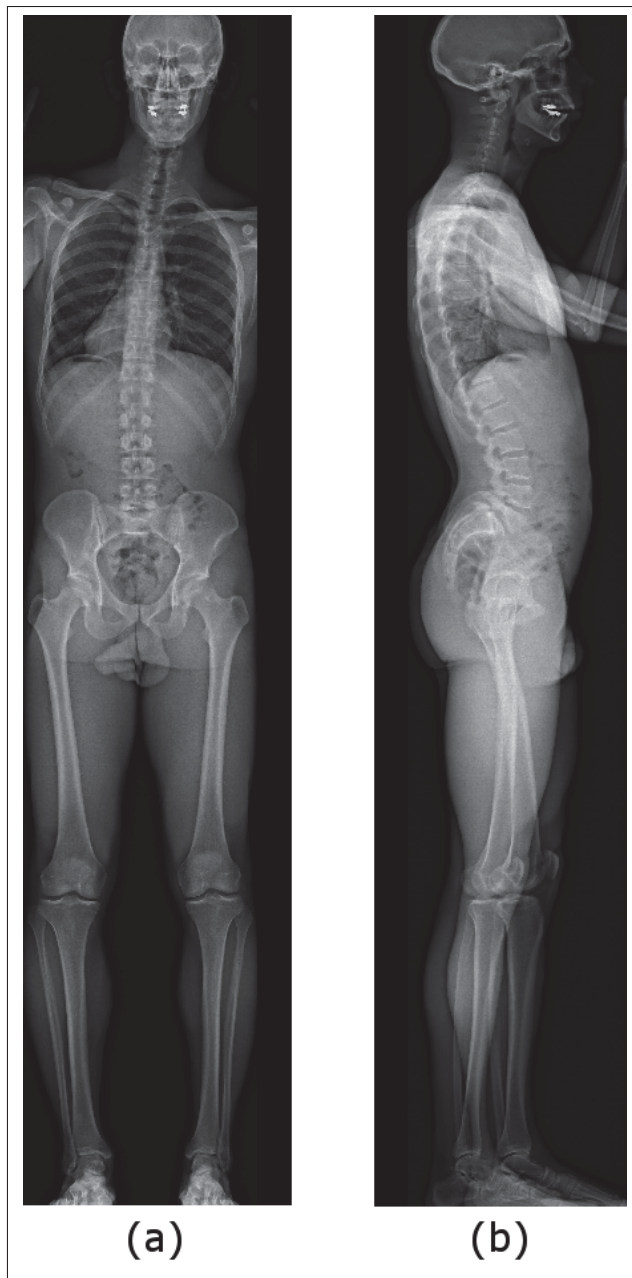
Radiographies EOS de face (a) et de profil (b) d'un patient de la tête aux pieds
